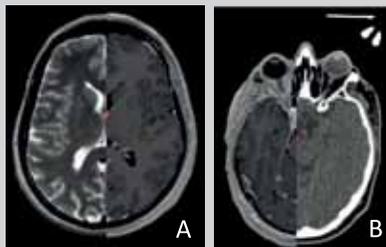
(A) Fusão das imagens das duas sequências de RM (T2 TSE e MPRAGE após GAD), com exacta sobreposição. (B) Mesmo paciente. Fusão das imagens de RM (MPRAGE após GAD) com TC, com erro de correspondência de estruturas anatómicas entre os dois estudos.
